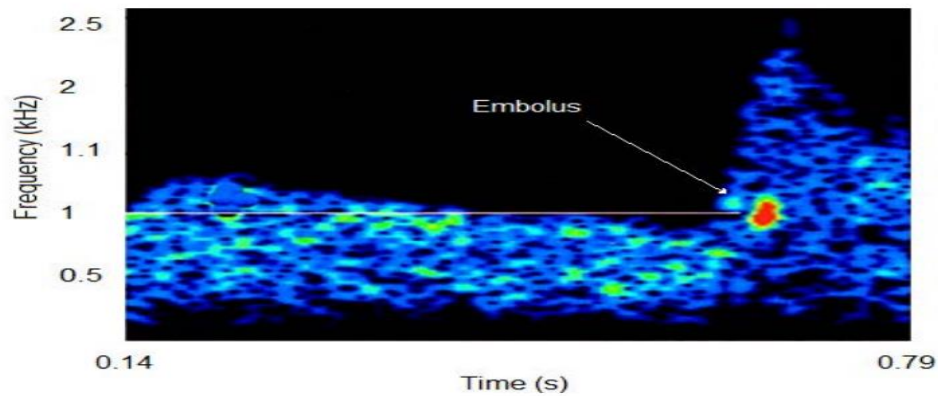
Échographie d'un signal Doppler micro-embolique [12].
